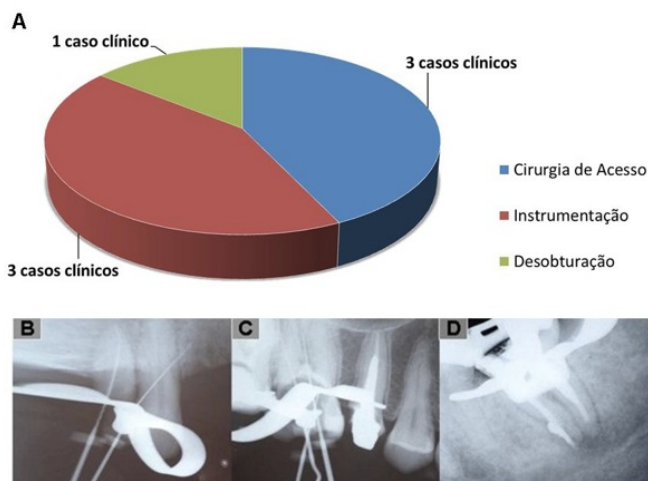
Etapa clínica de ocorrência das PRs observadas nas clínicas odontológicas integradas da UCB, nos anos de 2006 a 2011. A - número de casos relacionados a cada momento clínico de ocorrência das PRs relatadas. B e C - Radiografias coletadas dos prontuários analisados demonstrando exemplos de perfurações ocorridas durante cirurgia de acesso. D - radiografia coletada dos prontuários analisados demonstrando exemplo de perfuração ocorrida durante a fase de instrumentação dos condutos.
